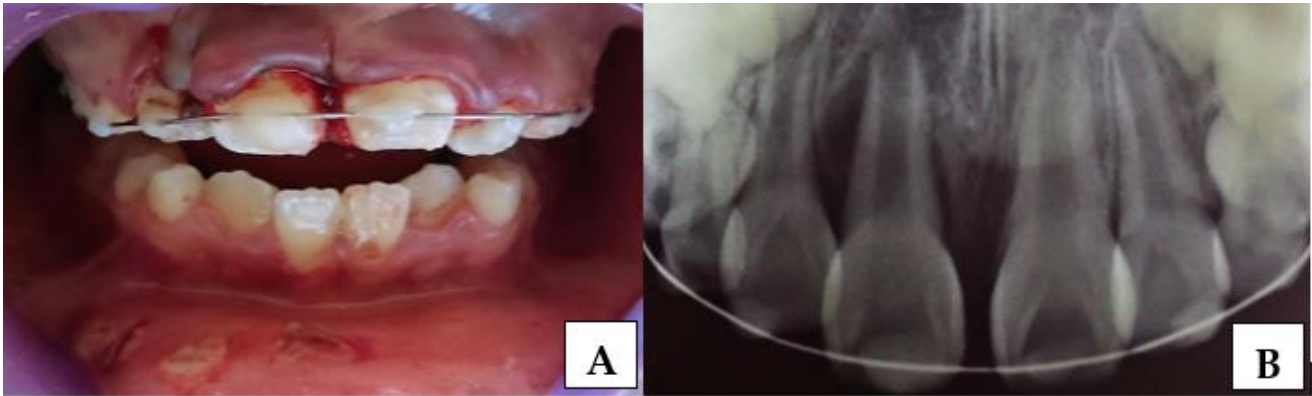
A. Estabilización con férula y B. Radiografía periapical donde se observa la reposición del O.D.11.
